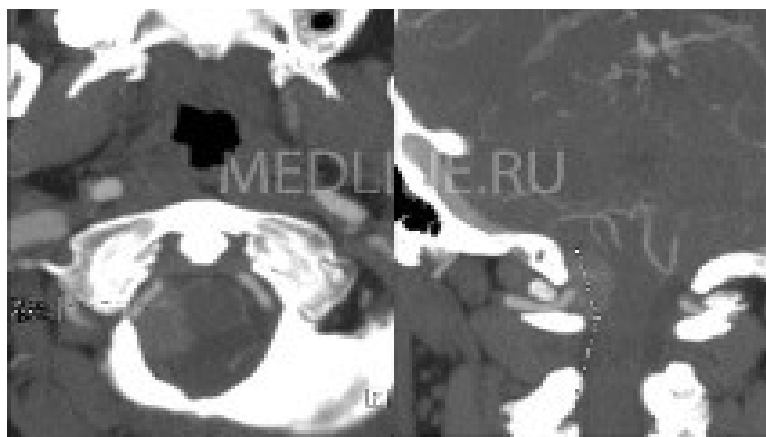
КТ+ангиография. Опухоль локализуется на уровне V3 сегмента правой позвоночной артерии, далее артерия расположена перед опухолью.
